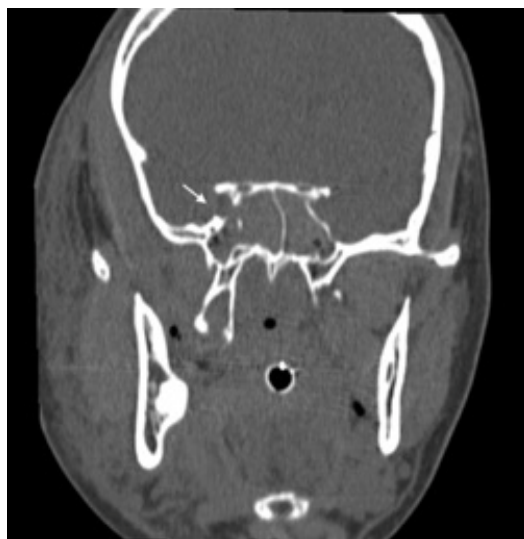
Corte coronal de TAC con macizo facial. Flecha blanca muestra fractura de hueso esfenoides en la pared lateral del seno cavernoso derecho.
